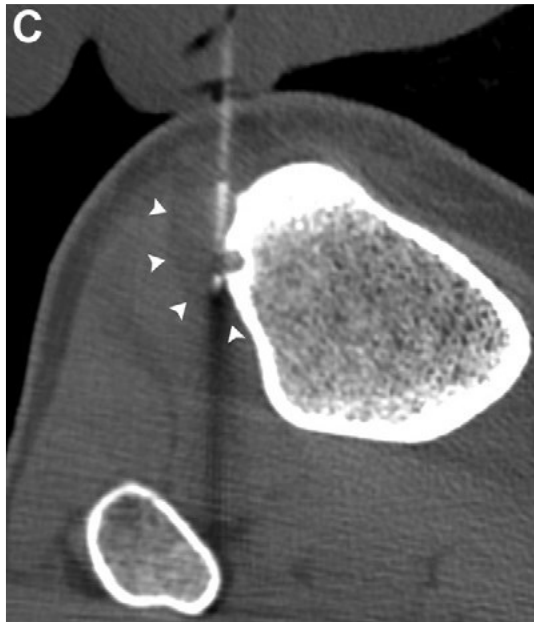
Axiales CT-Bild eines Osteoidosteoms der Tibia. Platzierung der Kryo-Sonde und Ausbildung eines „Eisballs“ (Pfeilspitzen) während der Einfrierungsphase (7)
